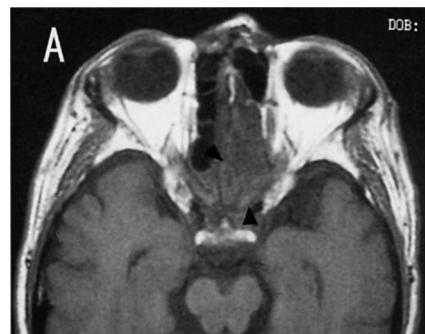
A Axial T1-weighted magnetic resonance imaging (MRI) shows a low signal in an Onodi cell (arrow).
